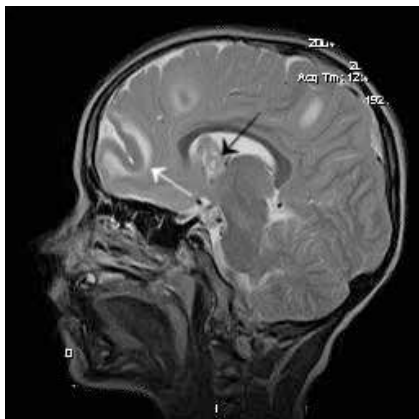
МРТ, сагиттальный срез. T2-взвешенное изображение. Тубер, расширяющий борозду (белая стрелка). Гигантоклеточная астроцитома (черная стрелка).
